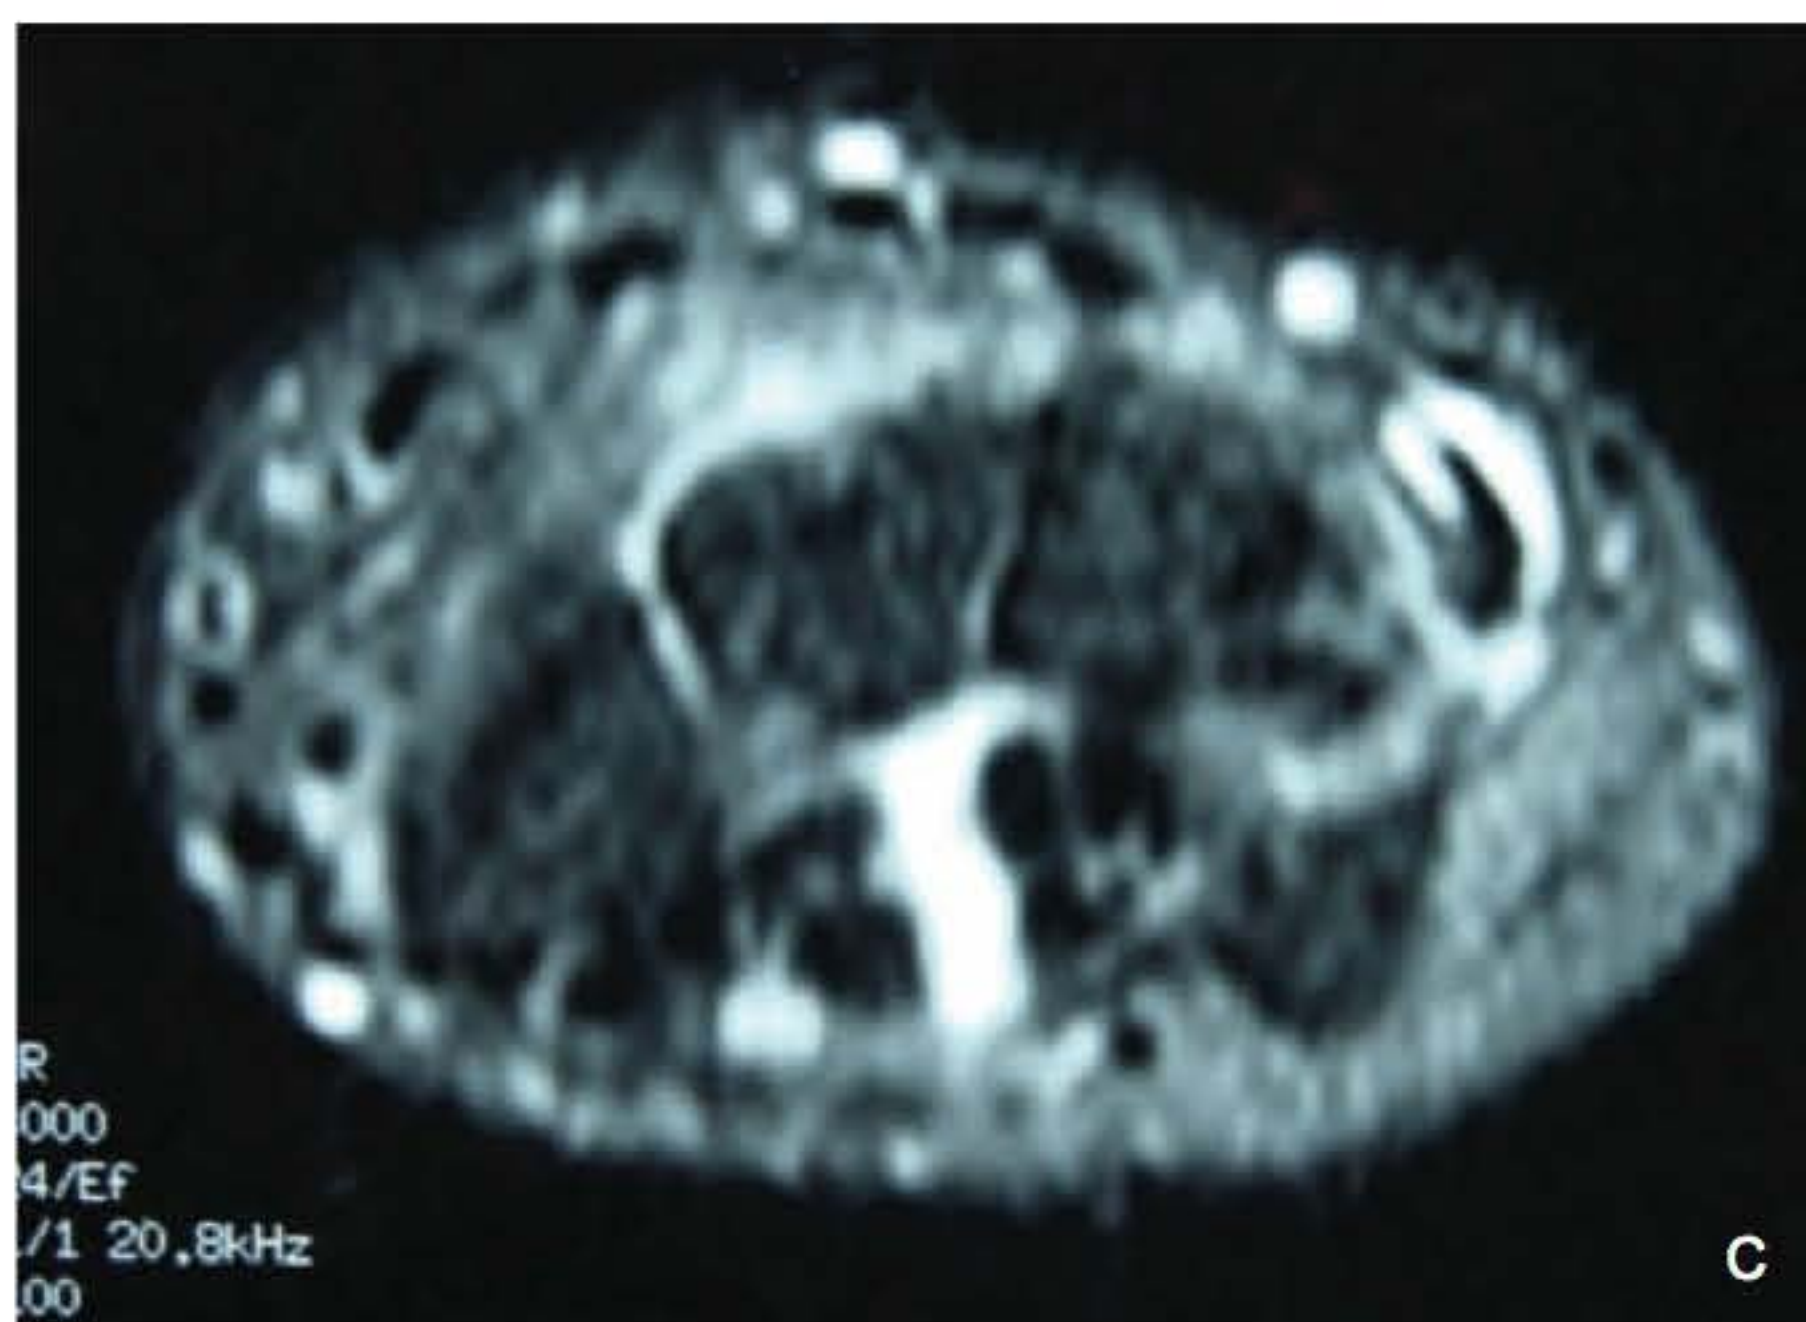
► A, B. Radiografias do punho em PA e perfil mostrando deformidade da extremidade distal do rádio após fratura. C. Ressonância magnética mostrando imagem cística na topografia do túnel do carpo, compatível com cisto sinovial.
